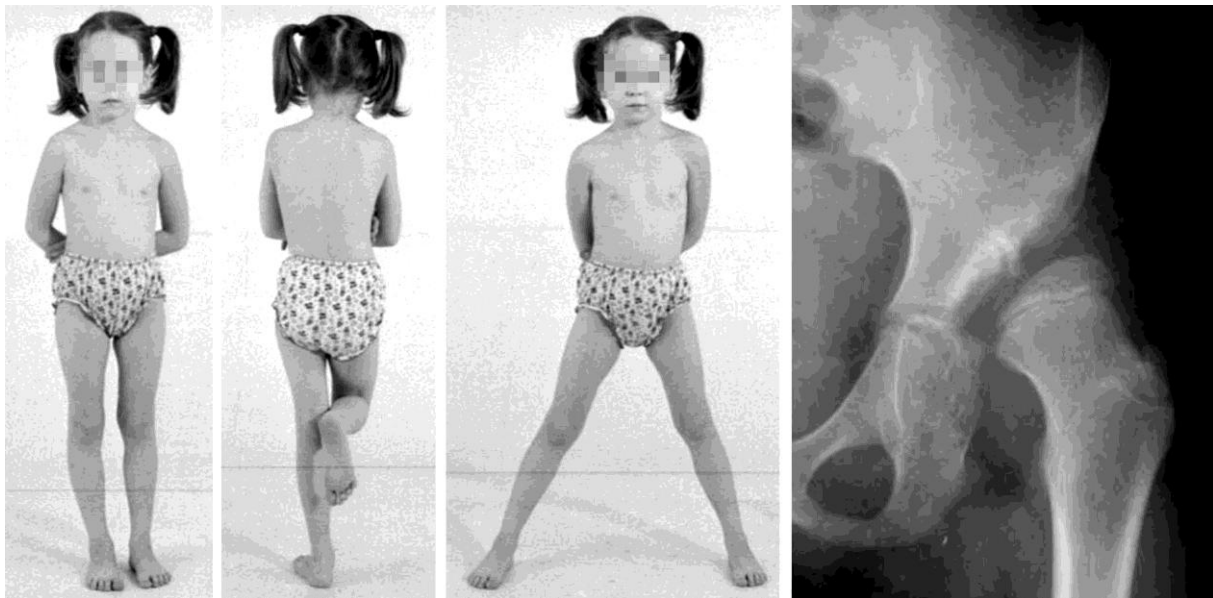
Фотографии и рентгенограмма больной Ч., 6 лет, до лечения
